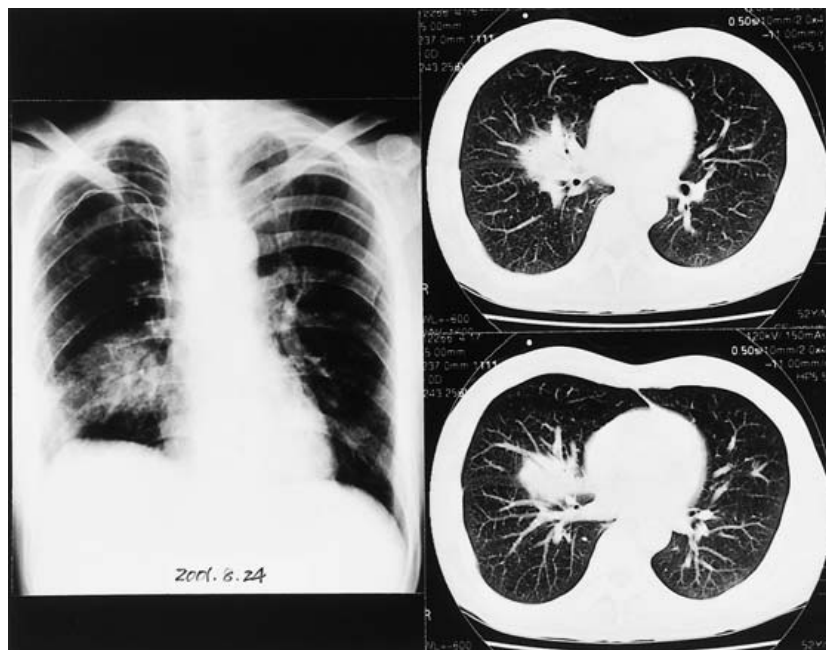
Chest X-ray and CT-scan findings of Case 2 on the 7th day hospitalized.
